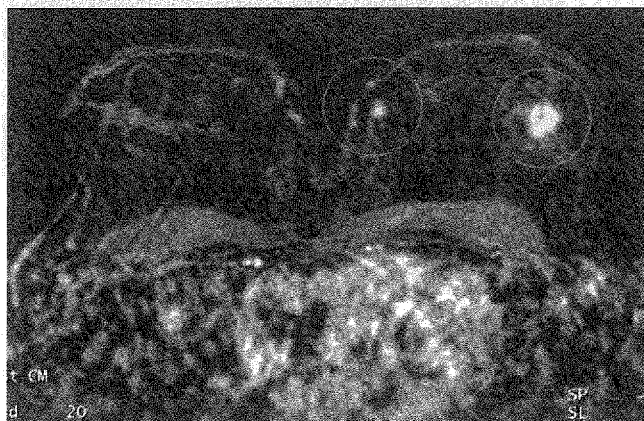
Rezonanță magnetică nucleară. Tumoră mamară multifocală.
